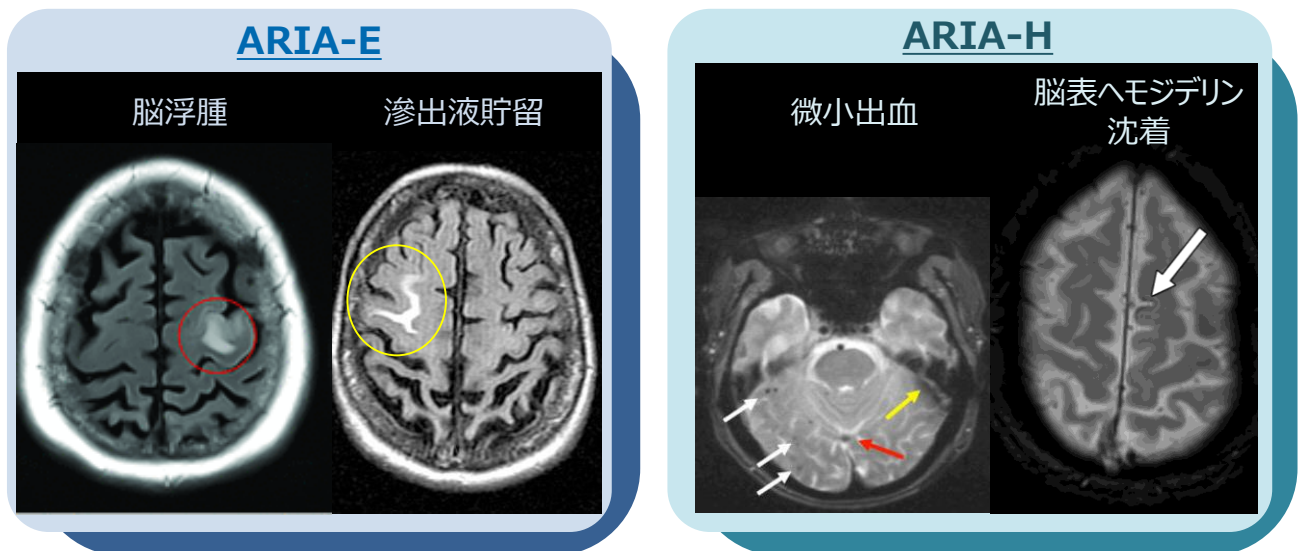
ARIA-EとARIA-HのMRI画像¹⁰⁻¹²⁾
